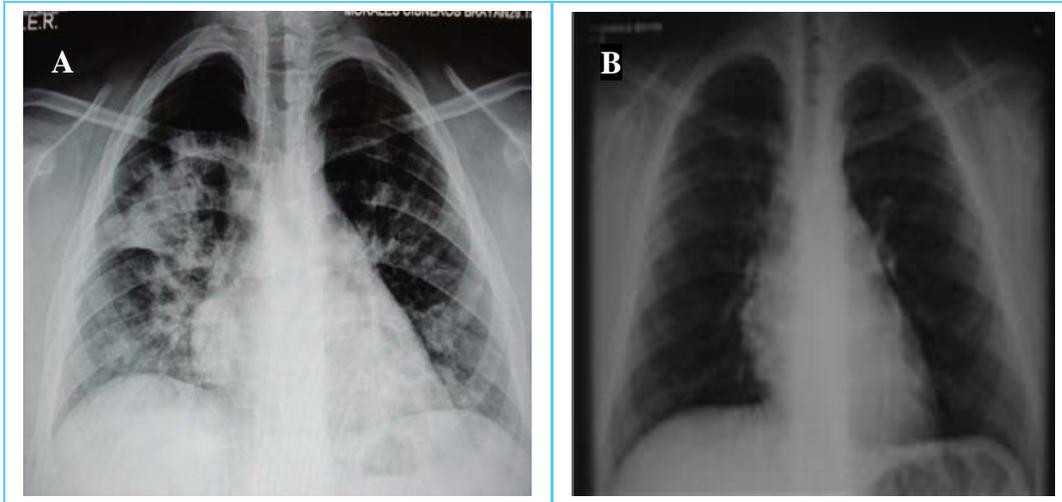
Se muestran en los recuadros A y B la radiografía de un paciente a su ingreso y a los 9 meses después se muestra prácticamente normal.
